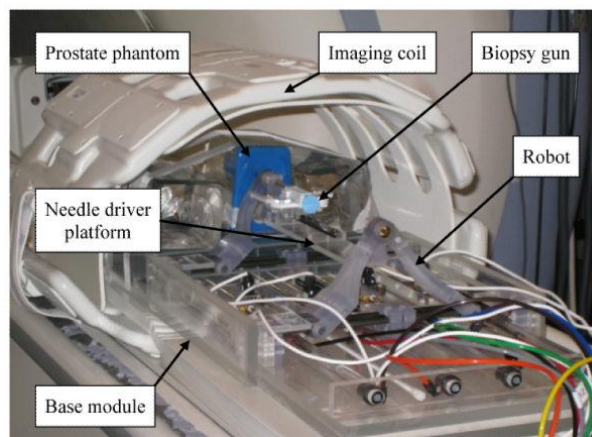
Positionnement de MrBot dans l'IRM⁶⁶
